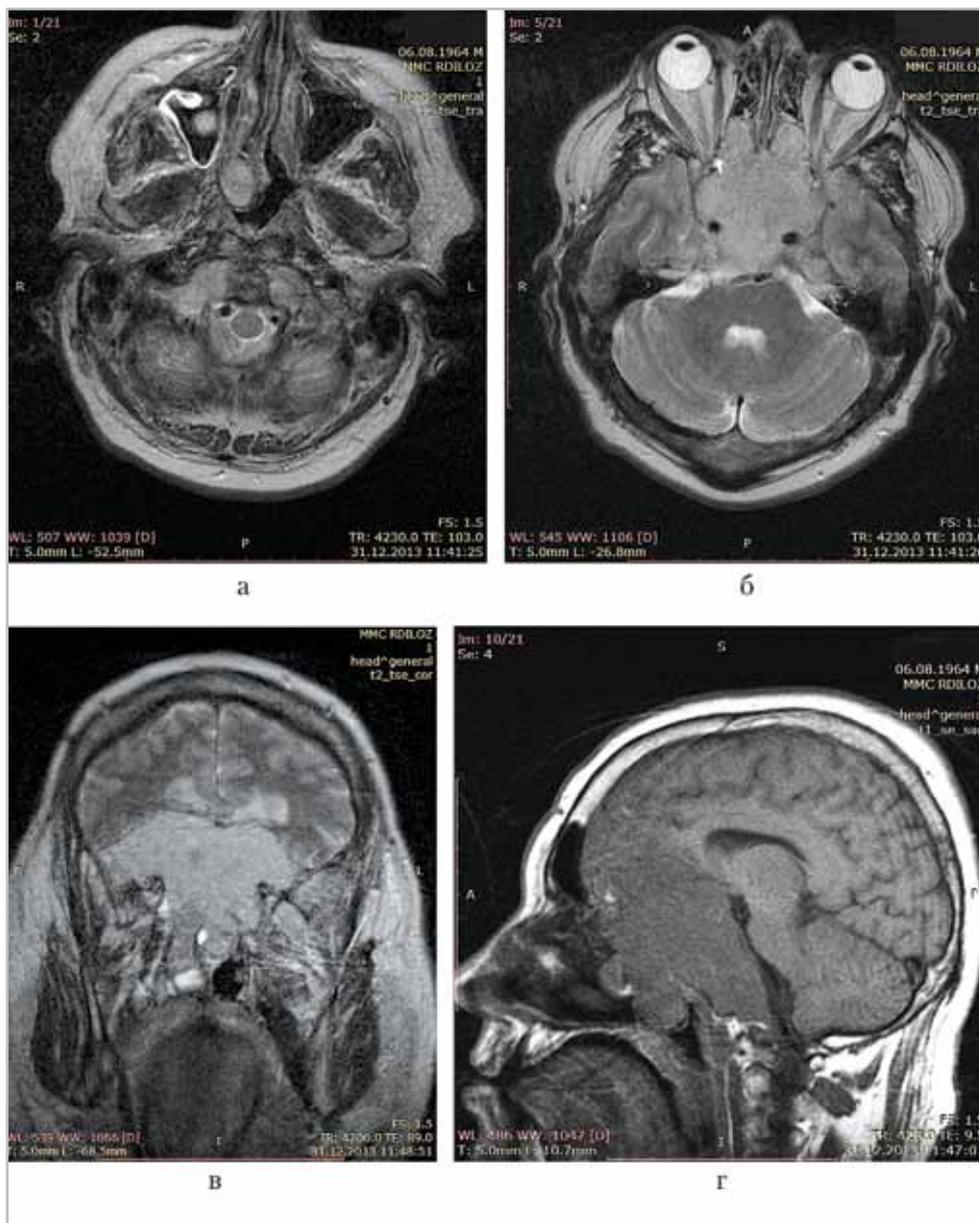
МР-томограммы головного мозга (а, б — Т2-ВИ, аксиальная плоскость, в — Т2-ВИ, фронтальная плоскость, г — Т1-ВИ, сагиттальная плоскость): отмечается обширное объемное образование синоназальной области, распространяющееся в носоглотку, на sellarную и хиазмальную области, переднюю и заднюю черепные ямки, двусторонний экзофтальм
